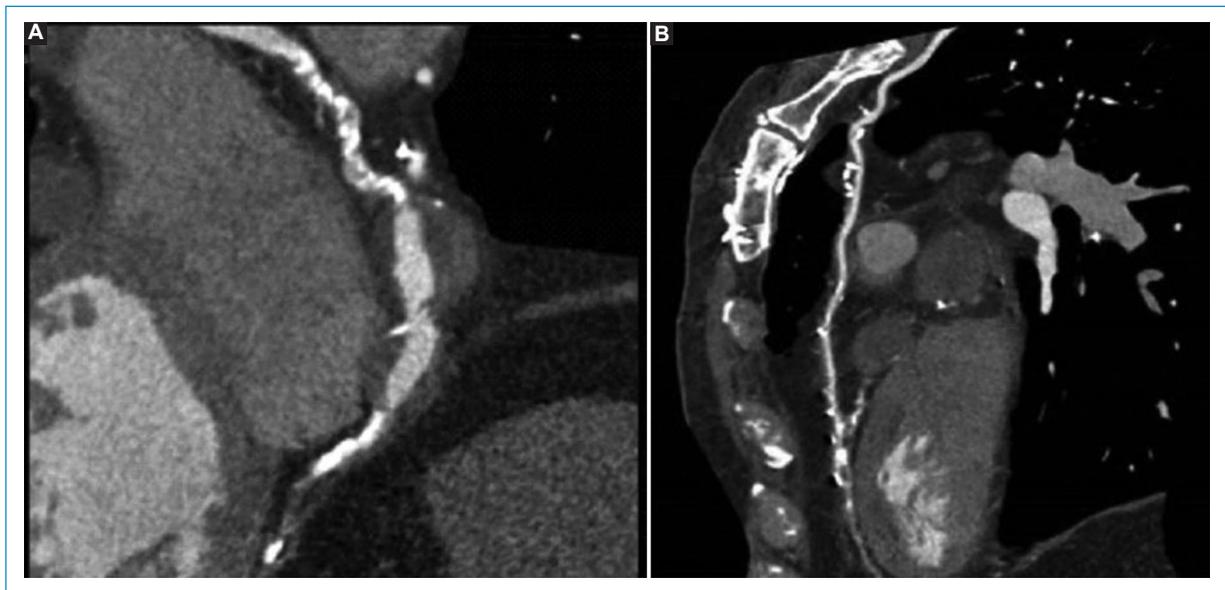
Angiotomografía coronaria de seguimiento realizada luego de tres meses. A: se aprecia dilatación aguda de la coronaria derecha en su tercio medio. B: se observan dilataciones aneurismáticas graves en el tercio medio de la arteria descendente anterior y puente arterial mamario a la descendente anterior permeable.
